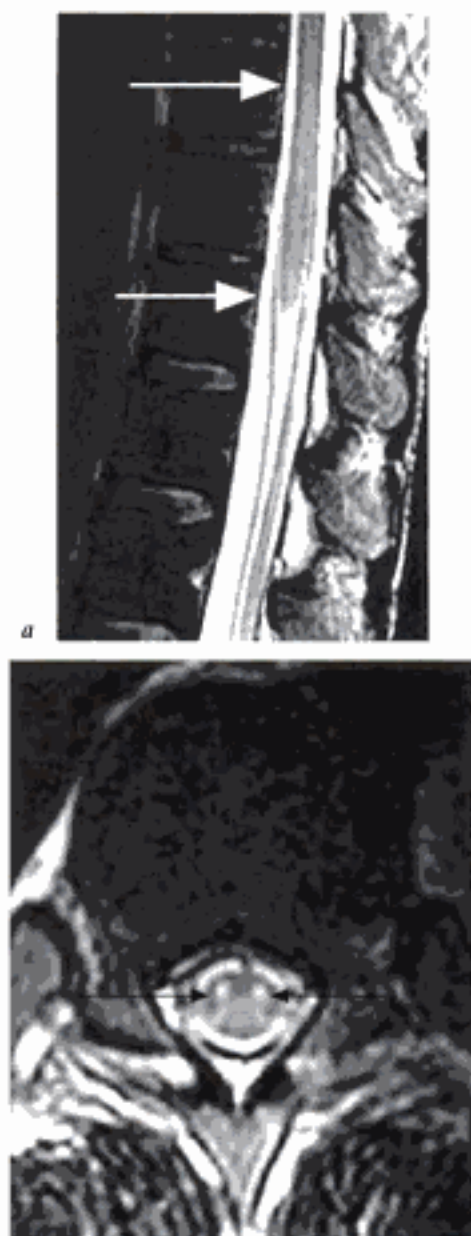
Myélopathie toxique (injection intrathécale de vincristine). IRM, a) coupes sagittale et b) axiale pondérées T2. Les lésions en imagerie apparaissent de façon très retardée relativement à une symptomatologie gravissime, de façon ascendante à partir du cône médullaire et prédominant dans la substance grise. Le patient est décédé dans les semaines suivantes.
